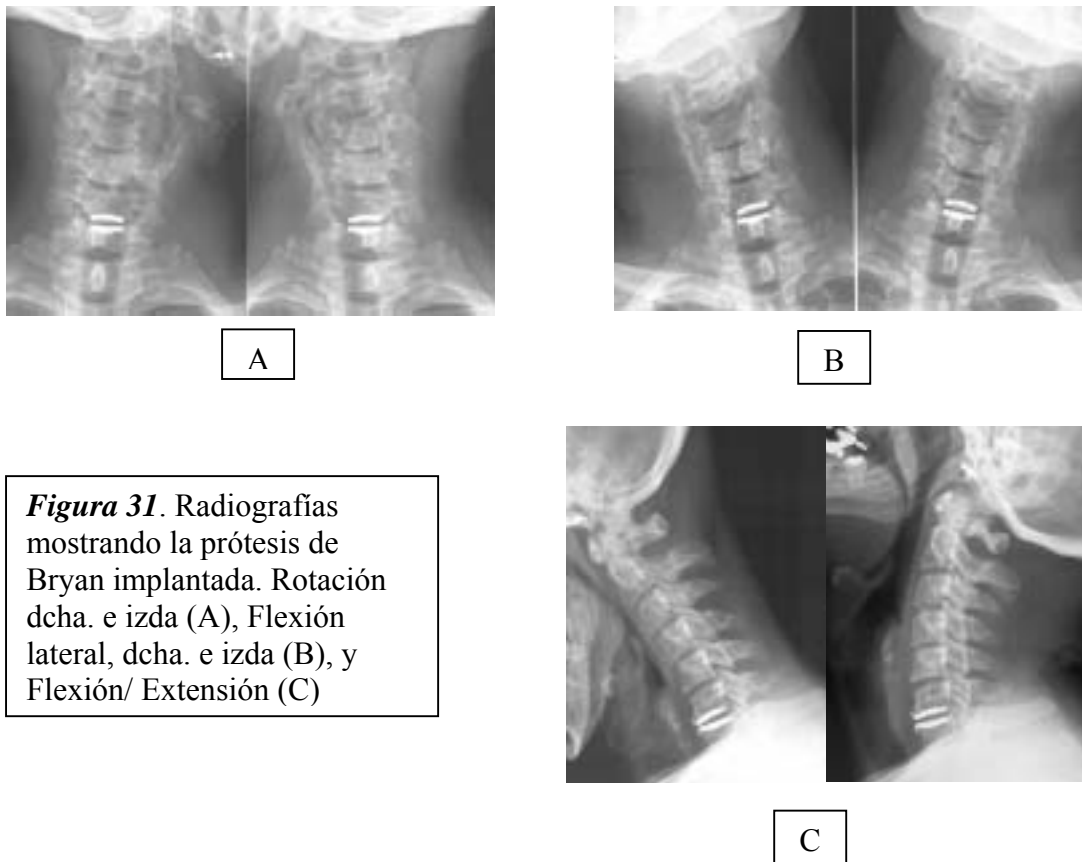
Radiografías mostrando la prótesis de Bryan implantada. Rotación dcha. e izda (A), Flexión lateral, dcha. e izda (B), y Flexión/ Extensión (C)
